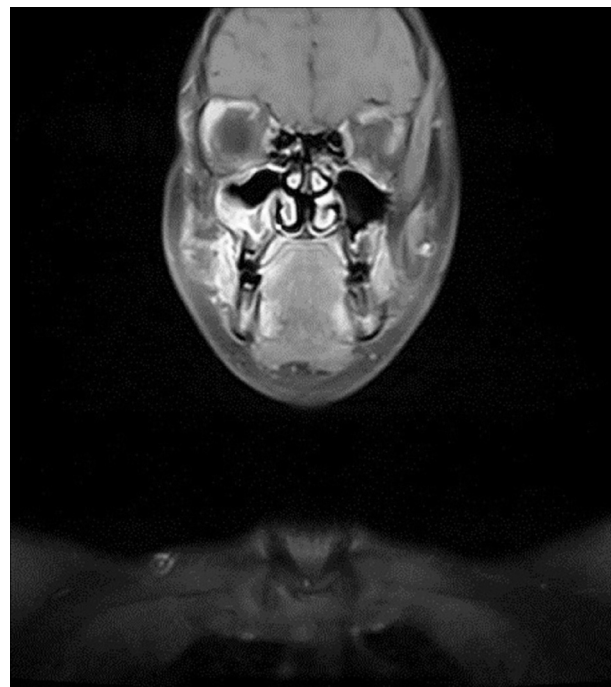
Ressonância magnética coronal dos seios maxilares; espessamento da mucosa aparece no seio maxilar direito, após o tratamento.
